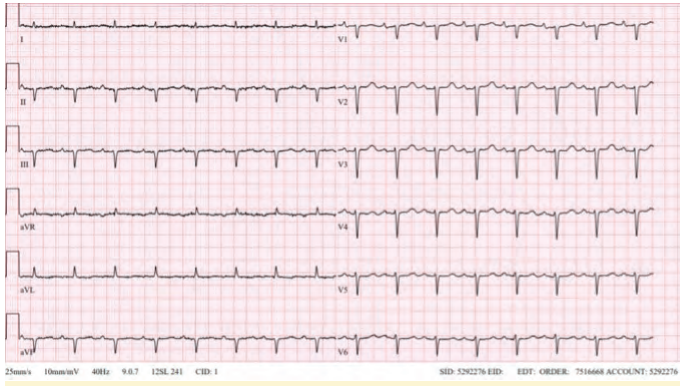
Olgunun Aralık 2020 tarihli elektrokardiyografisi
